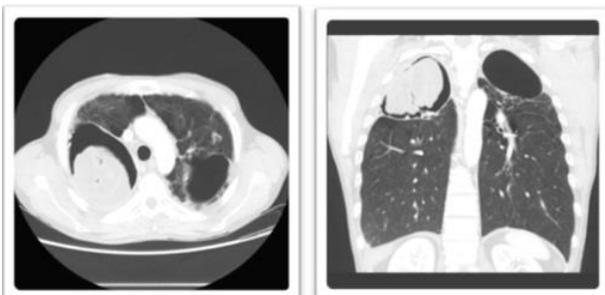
TC: aumento de la lesión intracavitaria
